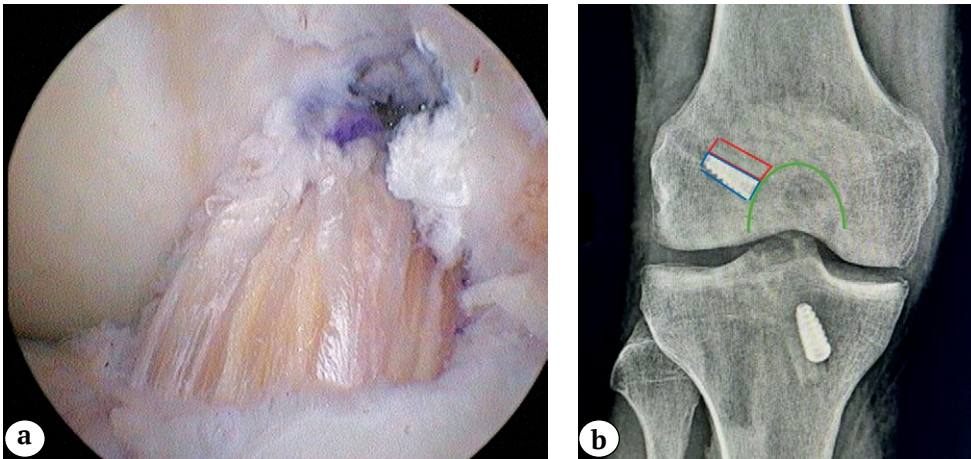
Расположение трансплантата и интерферентного винта по отношению к наружному мыщелку бедра: а — артроскопическая картина; б — рентгенологическая картина
